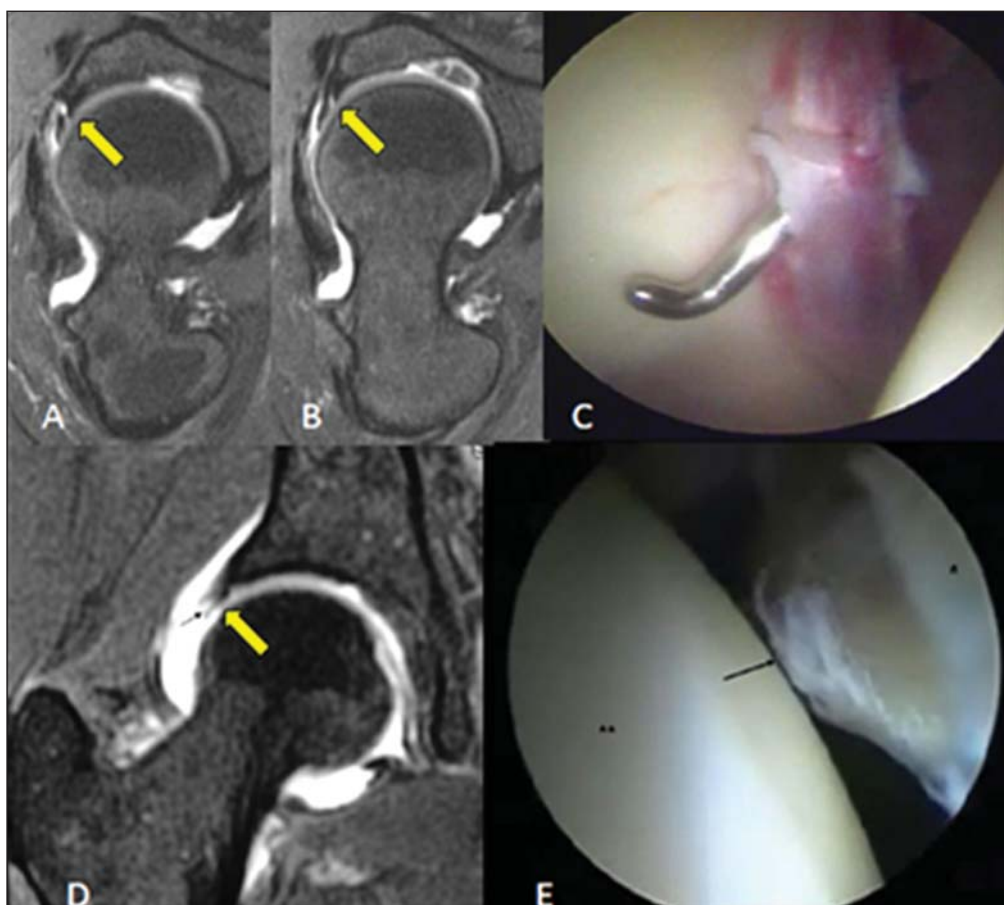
A,B: Rotura na junção condrolabral, na porção anterossuperior do lábio acetabular (seta), preenchida pelo meio de contraste na arto-RM, plano sagital oblíquo. C: Na artroscopia, o lábio encontra-se desvitalizado, de coloração arroxeada, sendo transfixado pelo probe. D: Alterações degenerativas no lábio acetabular, com fissuras na substância e aspecto franjado à artroscopia (E).
